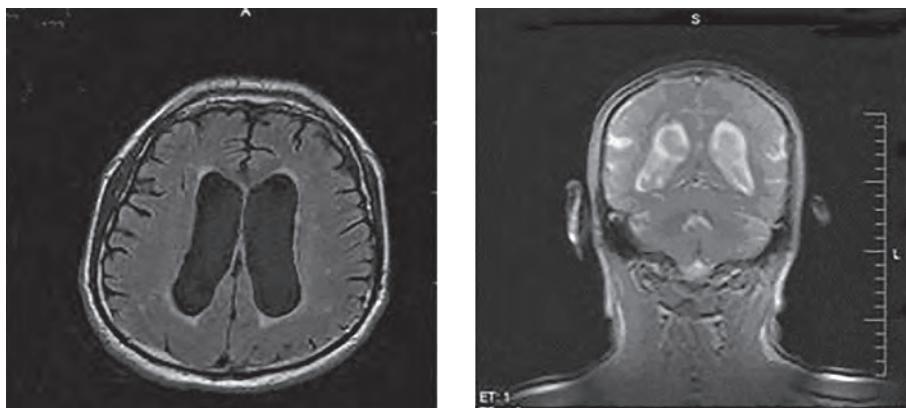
Магнитно-резонансная томограмма при нормотензивной гидроцефалии: а — аксиальный срез, режим Т1; б — фронтальный срез, режим Т2
